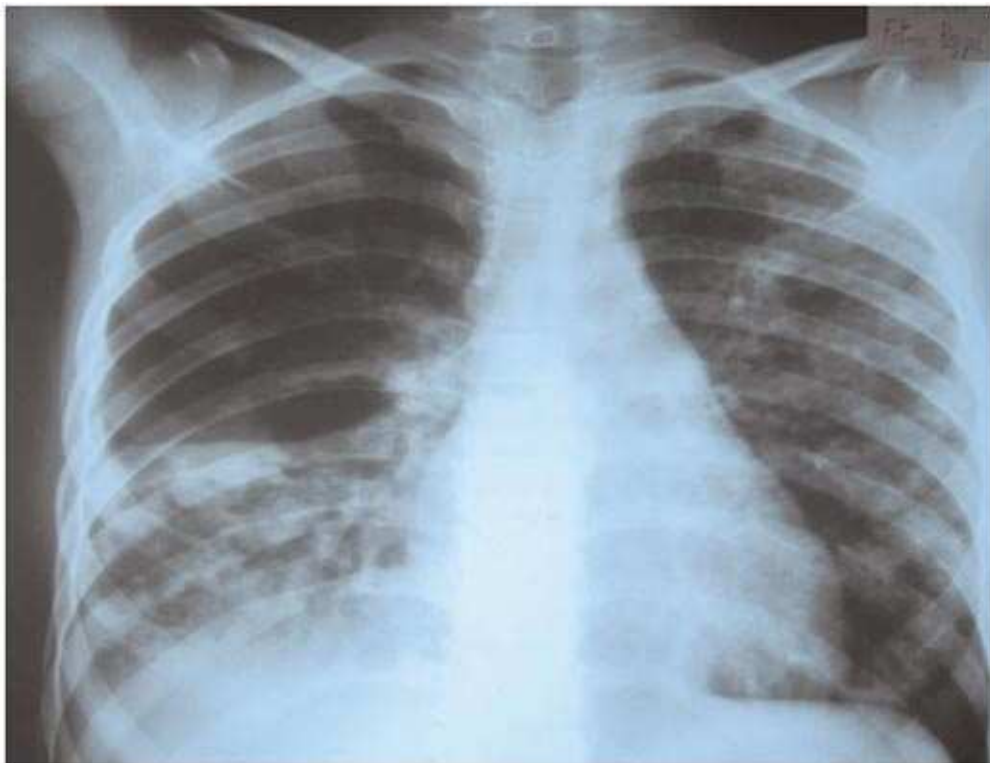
Radiographie thoracique de face montrant un corps étranger.
